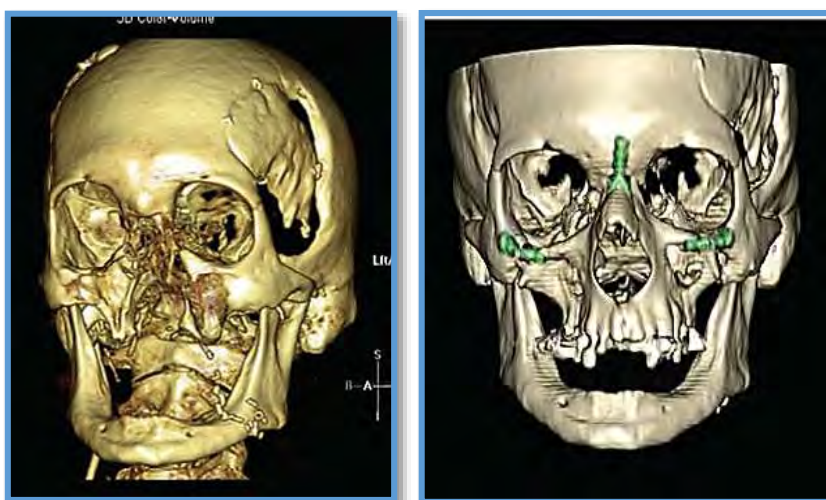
Imágenes del TC en 3D del paciente del séptimo trasplante. Izquierda: antes del trasplante. Derecha: post-trasplante.
